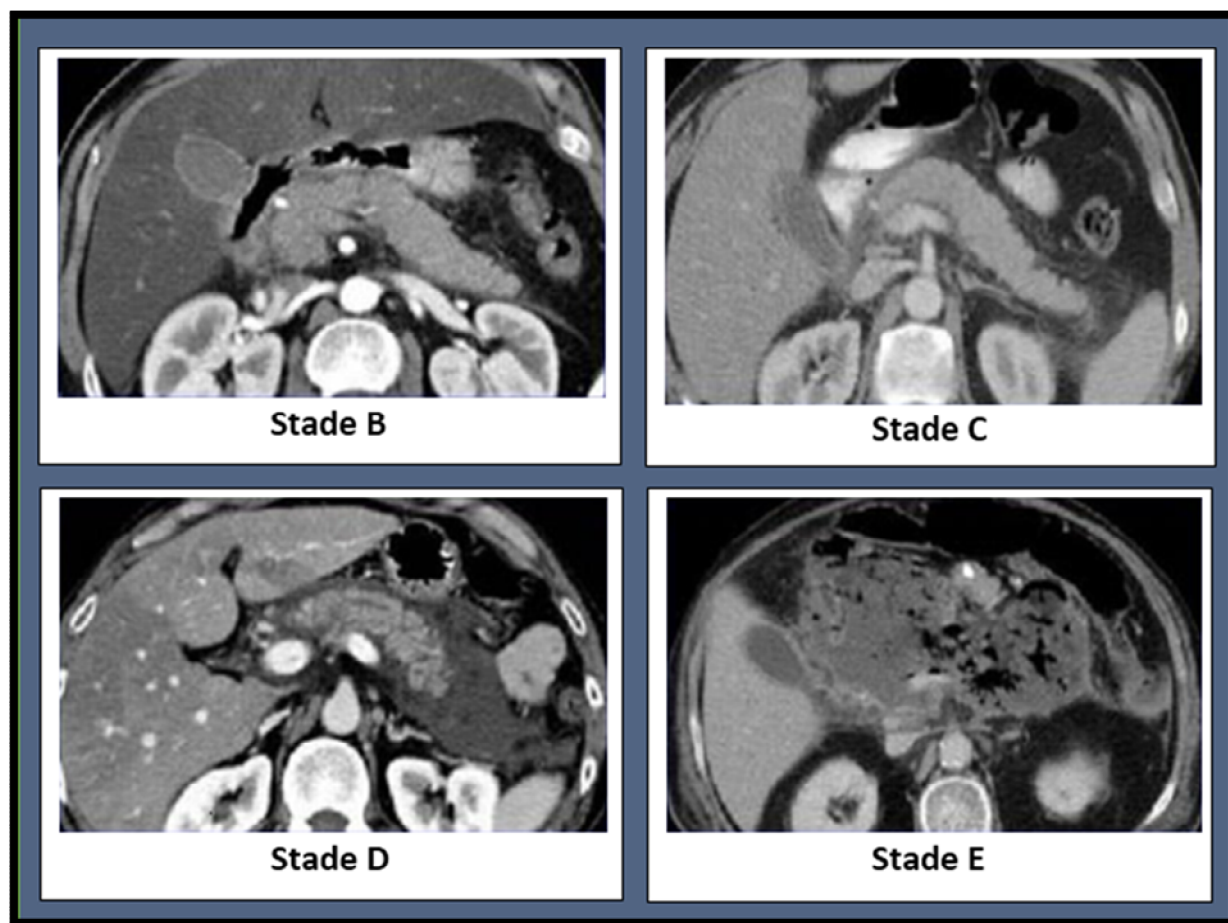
Images TDM des différents stades de Balthazar
